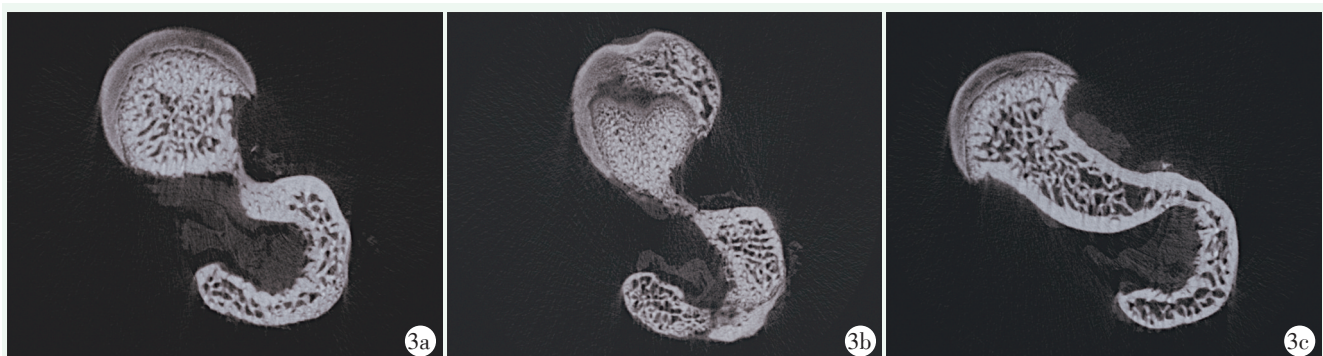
三组大鼠股骨头 Micro CT 检查结果 3a: 空白对照组, 股骨头内部结构、形态正常 3b: 模型组, 股骨头内部结构紊乱, 骨小梁稀疏 3c: 外泌体组, 股骨头结构无显著异常
